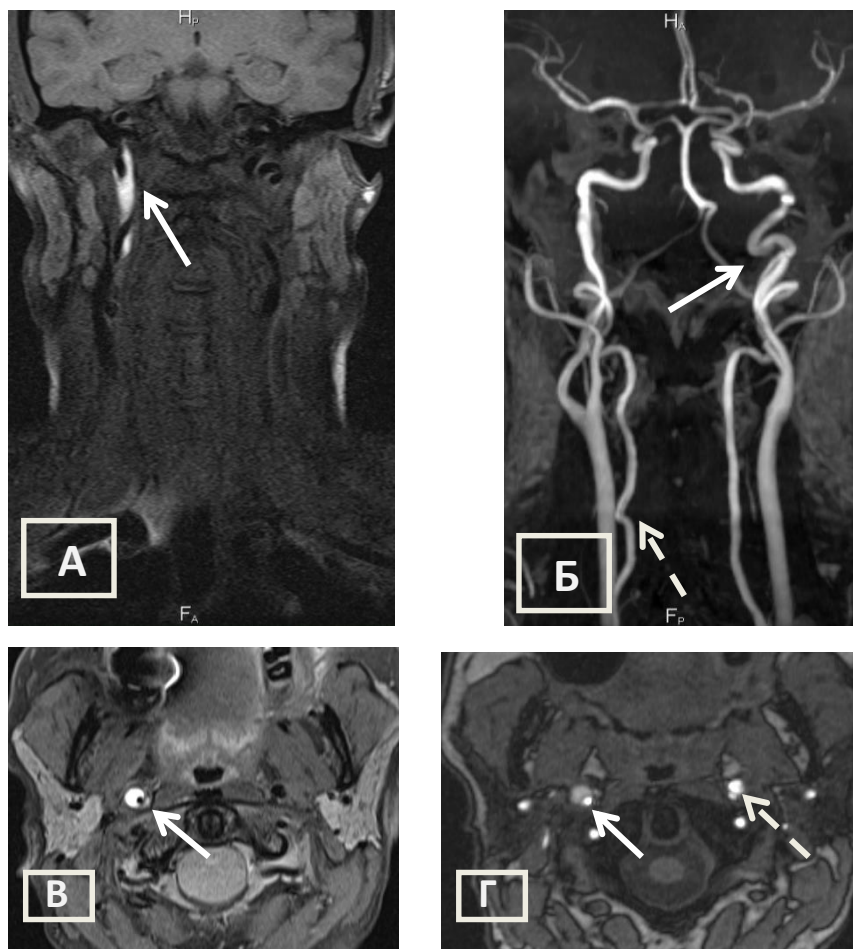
МРТ артерий шеи в режимах T1 fat-sat без контрастного усиления и 3D TOF МРА, б-ной Л., 45 лет с диссекцией правой ВСА.
